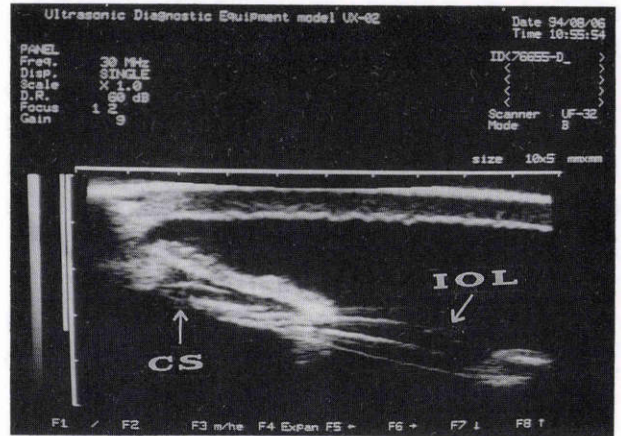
白内障超音波乳化吸引術々後の眼内レンズ嚢内固定のUB所見.
